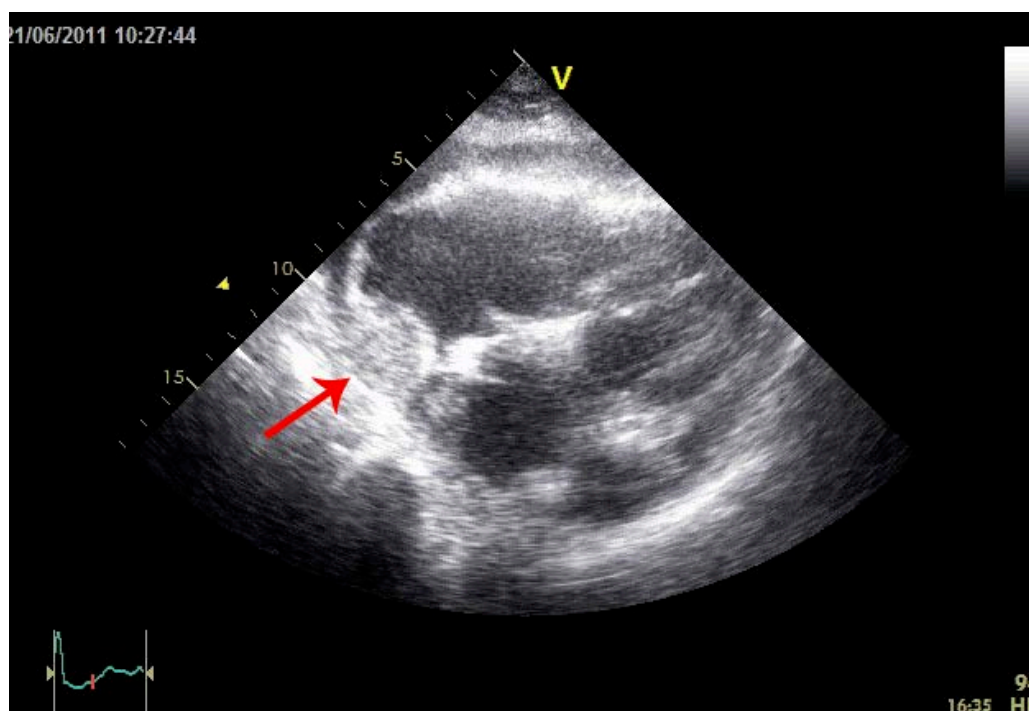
Massa mammellonata evidenziata all'ecocardiogramma con proiezione sotto-xifoidea.
